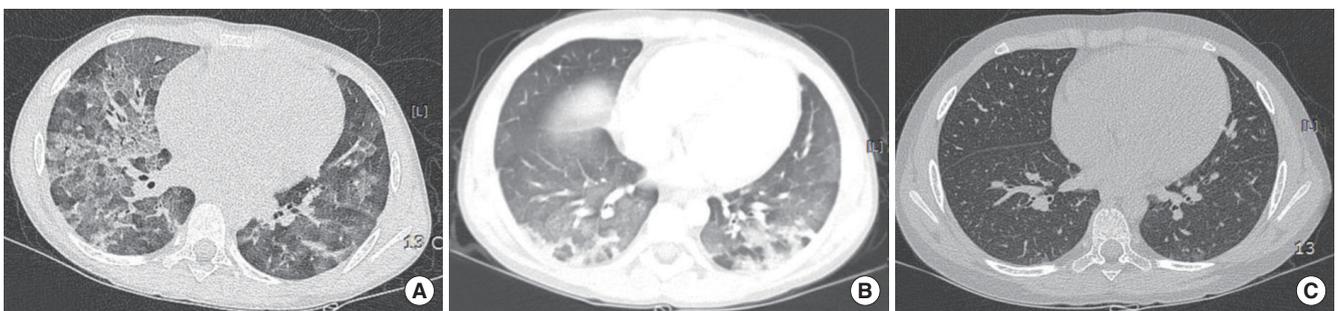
Computed tomography image at 2nd day (A), at 21st day (B), and at discharge (C). (A) Axial computed tomography image demonstrates diffuse bilateral ground glass opacities with interlobular and intralobular septal line thickening. (B) Previous bilateral ground glass opacities are decreased in the both lung fields, but there are newly developed multifocal ground glass opacities and consolidations at superior segment of both lower lobes. (C) Previous ground glass opacities are disappeared in both lung fields.
